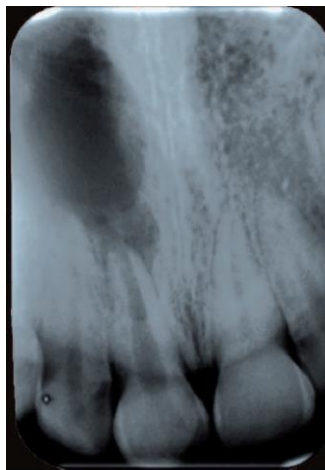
Radiographie rétro-alvéolaire centrée sur la dent n°11, associée à un kyste radiculaire (39)
